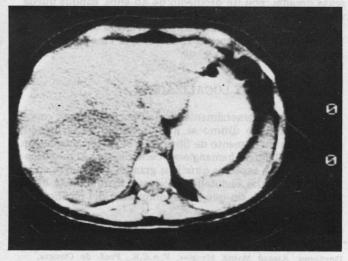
TAC que muestra la localización, tamaño y extensión del Hemangioma Gigante.
